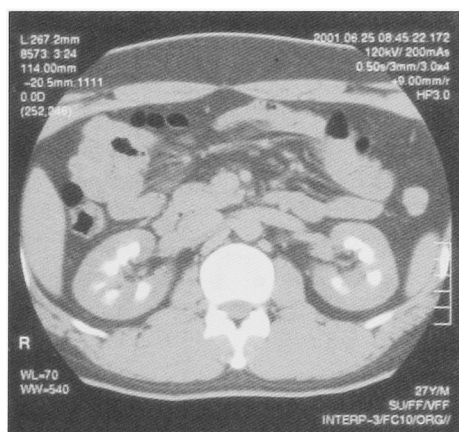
Plain CT of abdomen shows nephrocalcinosis.
